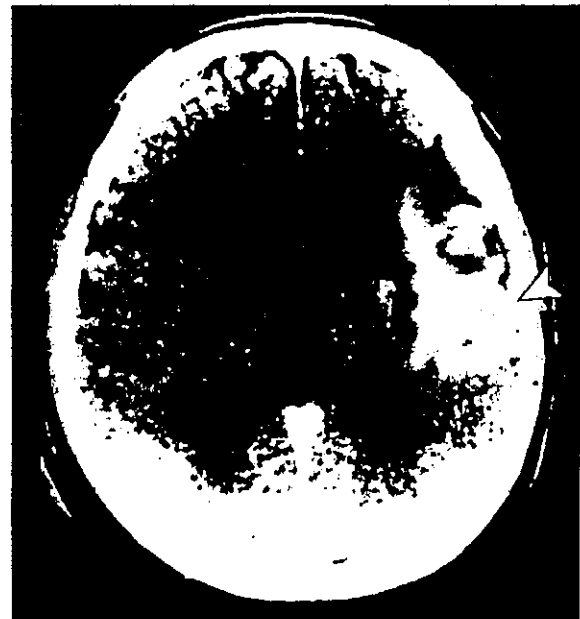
3 拡張型心筋症に生じた出血性梗塞のCT像
